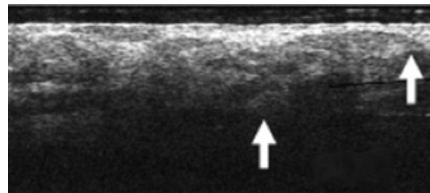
5 - Imagem de CBC obtida por tomografia de coerência ótica; a região ocupada por massas tumorais (não bem delimitadas) e estroma apresenta características heterogêneas de brilho (setas), (JORGENSEN *et al.*, 2008).
